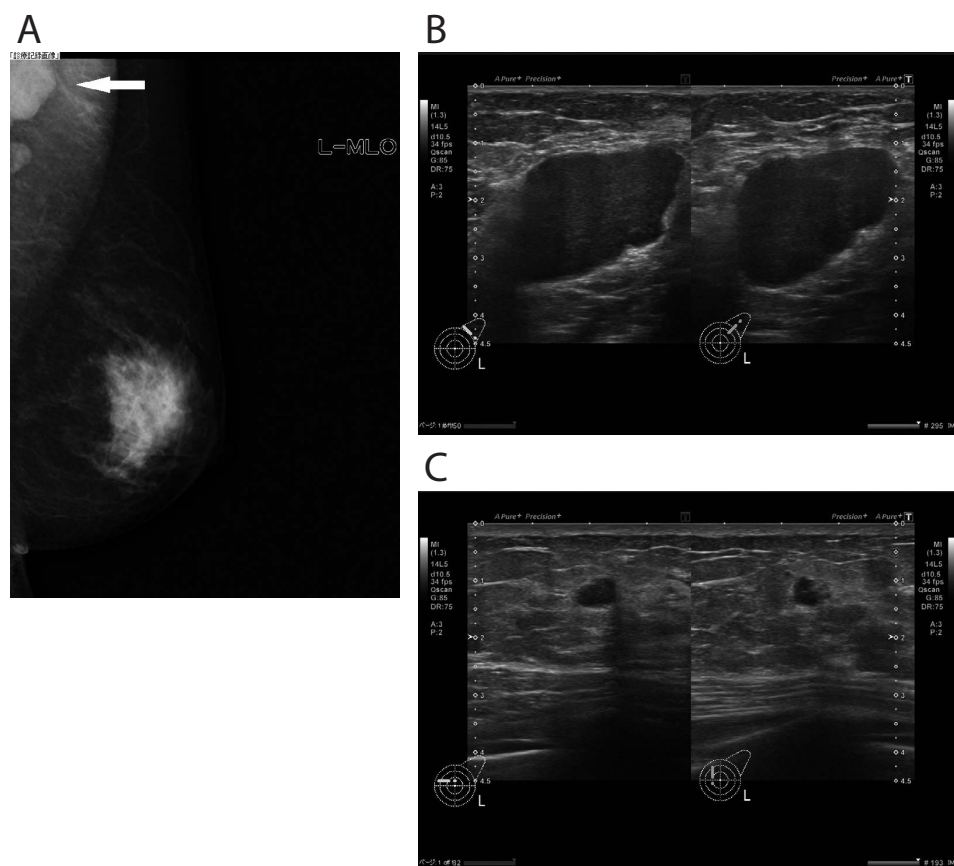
医療機関受診時MMGおよび乳房超音波検査(2022年3月)
